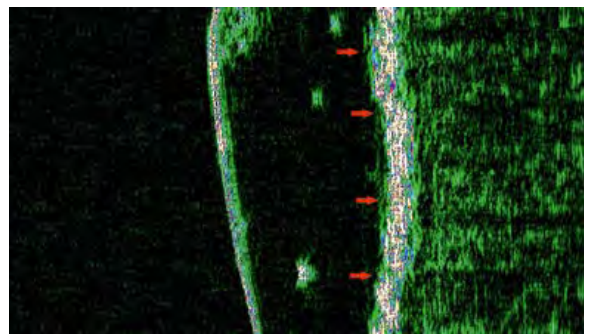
УЗИ кожи во 2-й группе через 21 день от начала исследования.
